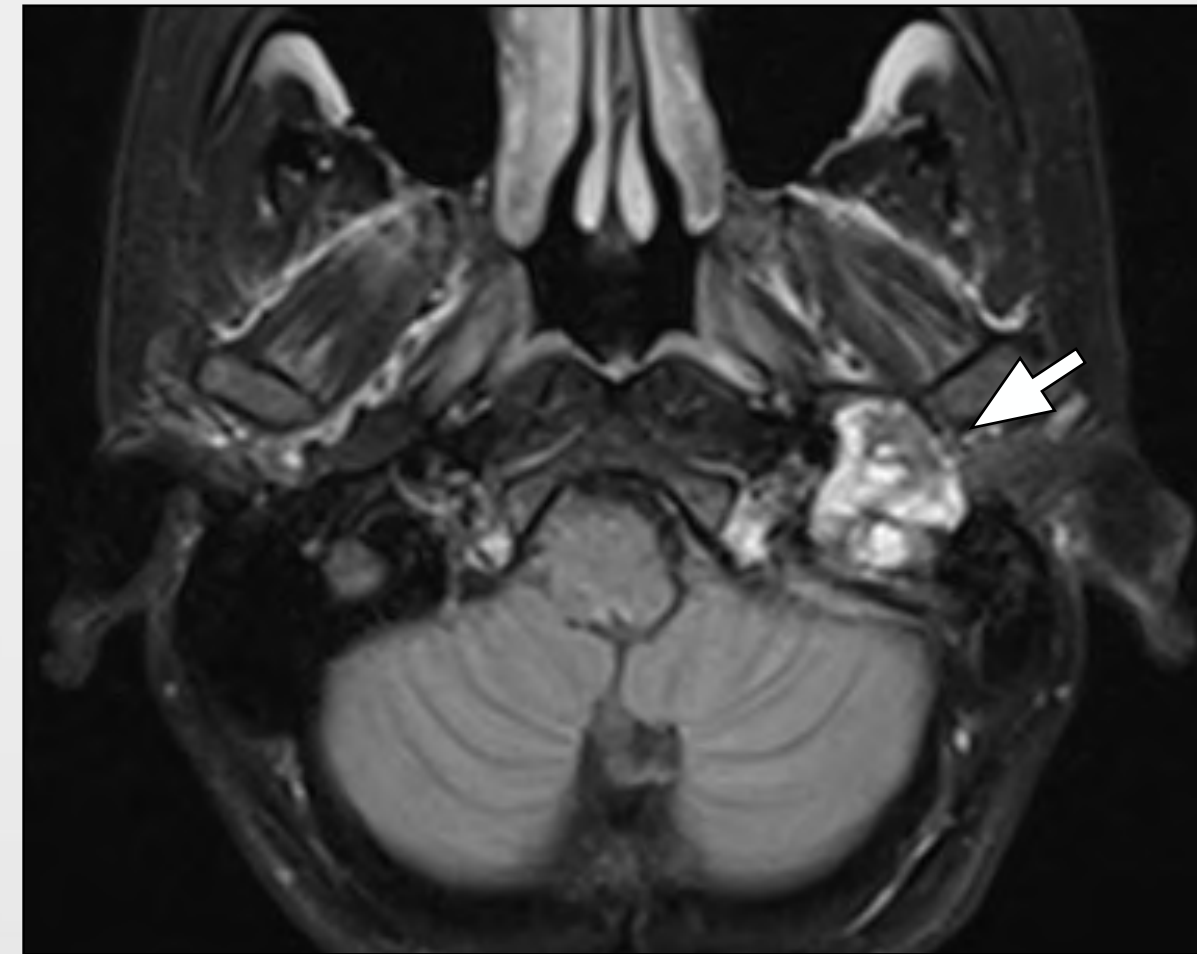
MRT TIRM axial mit inhomogener Raumforderung im Bereich des linken Mastoids (Pfeil)
